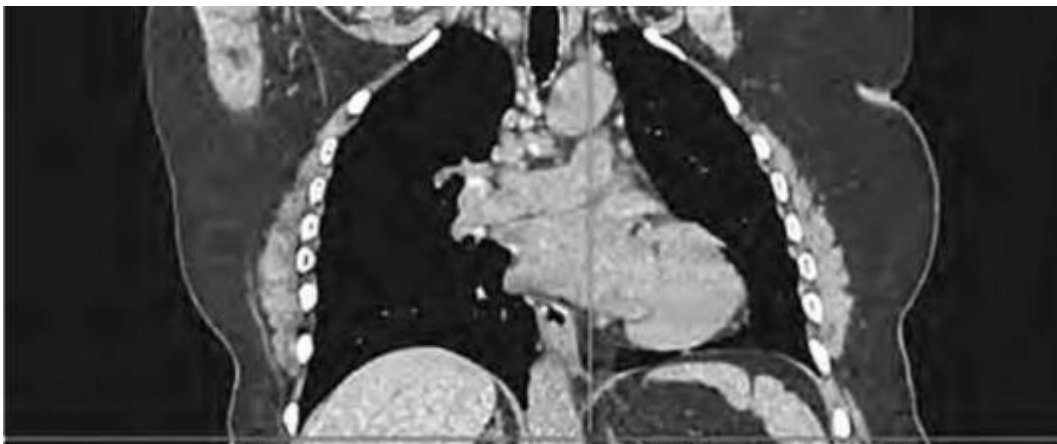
Компьютерная томограмма органов грудной клетки (фронтальный срез)
